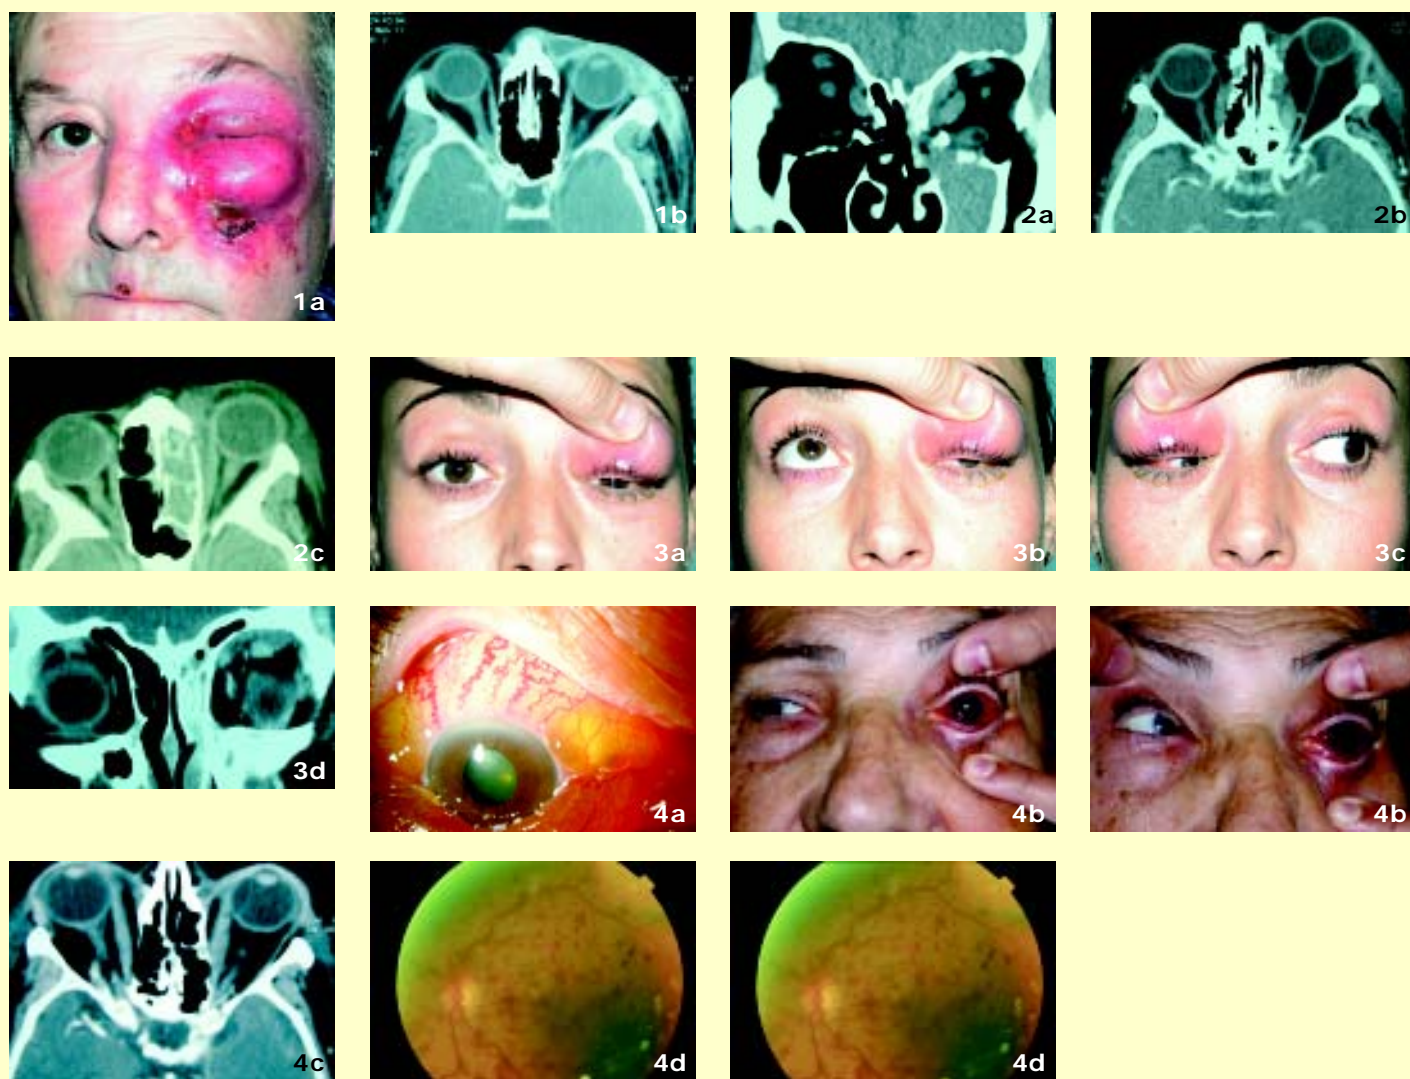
Celulitis Preseptal en paciente adulto a partir de una lesión cutánea. Marcados signos inflamatorios que producen un cierre de la hendidura palpebral que dificulta la exploración y el diagnóstico diferencial con celulitis orbitaria. No existía alteración de la agudeza visual ni motilidad ocular. En la imagen del TAC (b) observamos la no afectación de tejidos postseptales así como la formación de un absceso palpebral en la zona nasal preseptal
